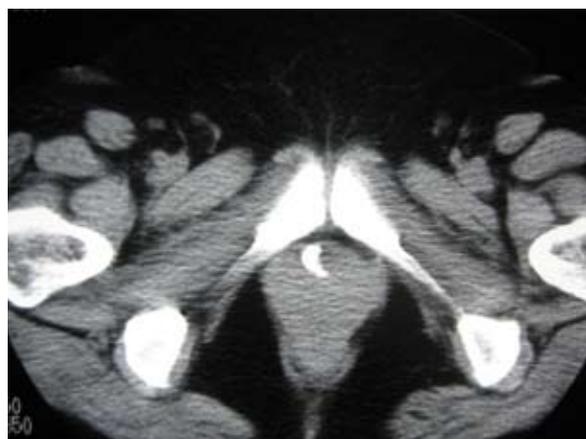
Stein in Urethraldivertikel einer Frau (IVP und CT ohne KM)
